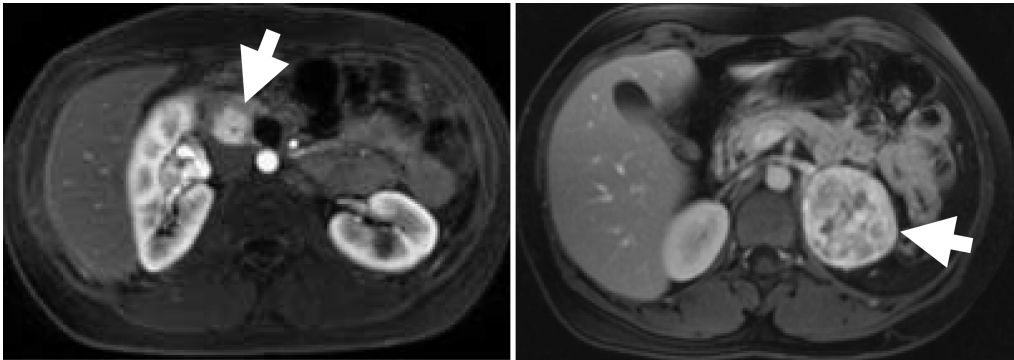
T1-gewichtete MRT-Bilder mit Fettsättigung nach Kontrastmittelgabe. Bei einem Fall eines neuroendokrinen Tumors im Pankreaskopf (links) und eines großen Phäochromozytoms der linken Nebenniere (rechts) zeigt sich exemplarisch die frühe und intensive Kontrastmittelaufnahme.
